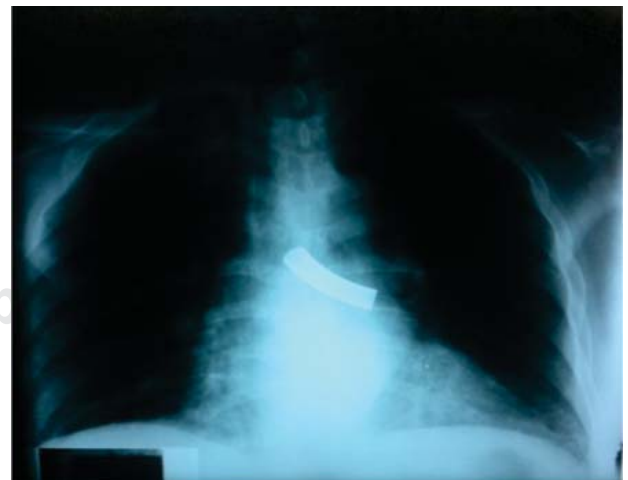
Radiografía PA de tórax. Obsérvese cuerpo extraño cilíndrico radiopaco en bronquio principal izquierdo.
